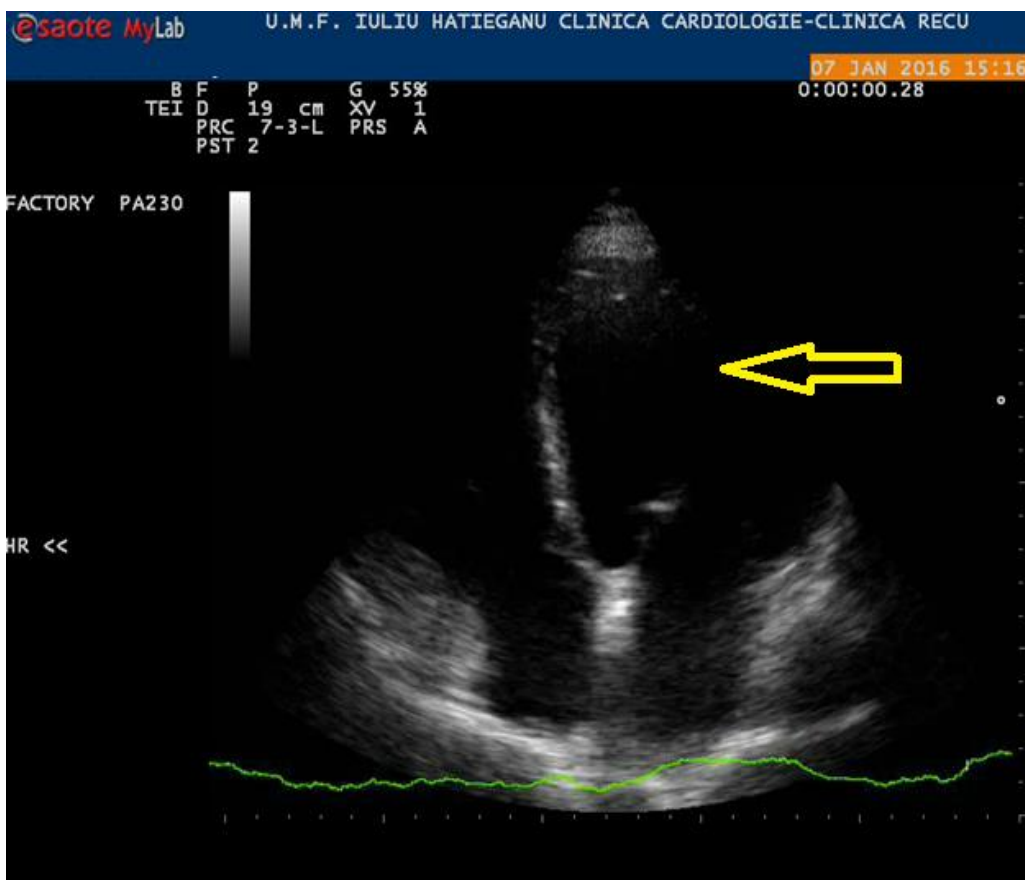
Ecocardiografie. Imaginea surprinde o incidență apicală 4 cavități. Cu săgeata galbenă este indicat ventriculul stâng care este dilatat și prezintă o sechelă de infarct miocardic vechi la nivelul peretelui anterior, întins spre septul interventricular și apexul VS.
